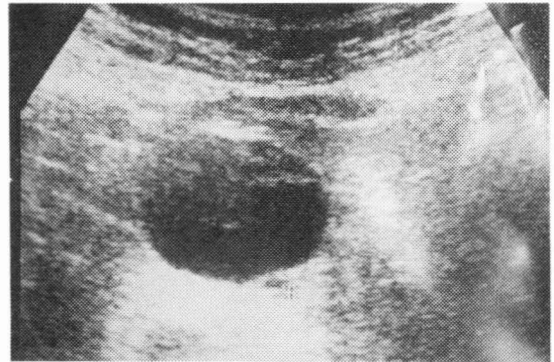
腹部超音波像 膵頭部に直径3 cmの円形の膵嚢胞を認める。その嚢胞の底部に直径5 mmの音響エコーを伴う高エコー像を認めた。
